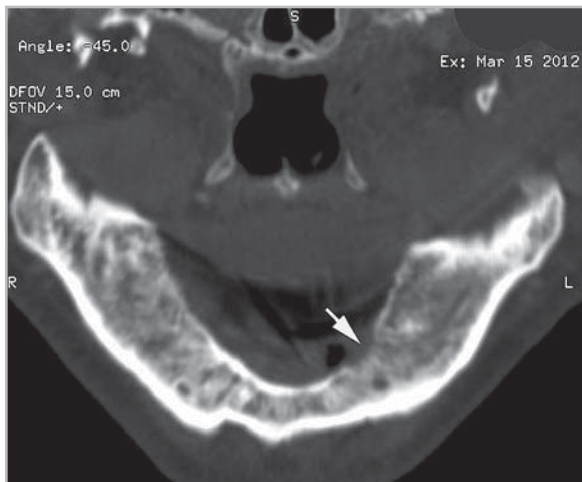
Компьютерная томограмма нижней челюсти с реформацией изображения (MPR) во фронтальной плоскости. Плоскоклеточный рак дна полости рта с деструкцией кортикального слоя нижней челюсти слева (стрелка)
